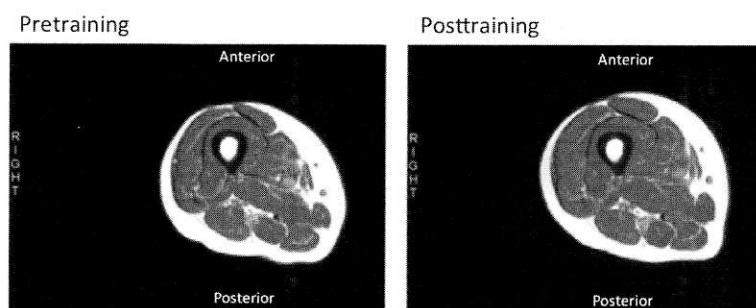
トレーニング前後の大腿中央部におけるMRI横断画像（文献34）より引用）
